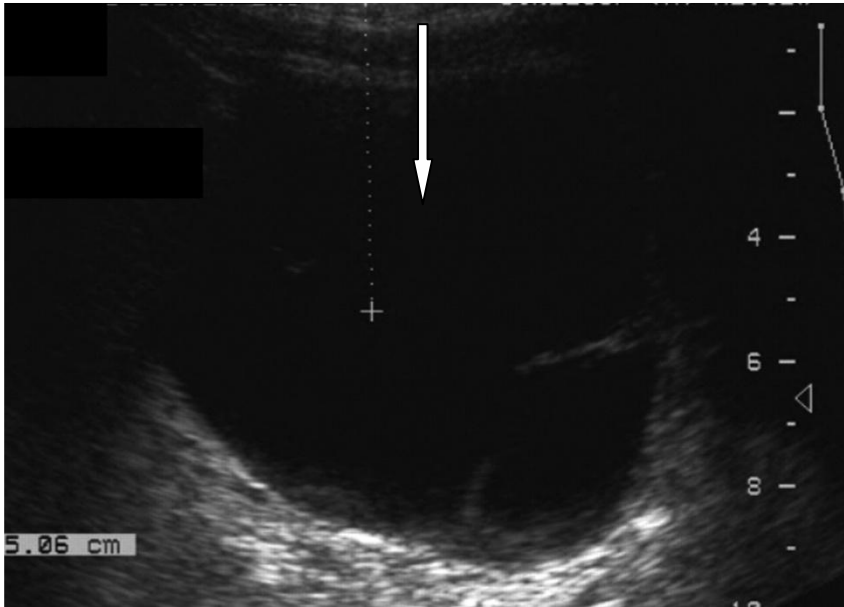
Sonographisches Bild einer Lymphozele
